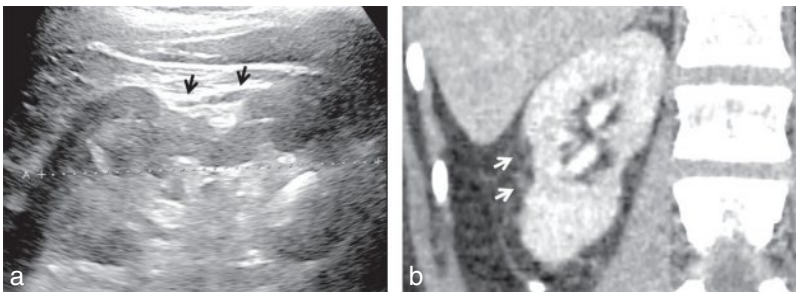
Petit rein dysharmonieux post-ischémique : échographie (a) et scanner (b) montrant un rein de petite taille déformé par une profonde encoche cicatricielle (flèches) (séquelle d'infarctus).
